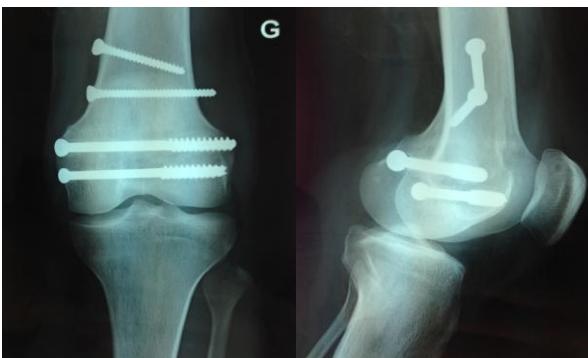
(a,b) : Radiographie d'un patient âgé de 45 ans présentant une fracture du condyle interne de genou gauche type IV selon la classification de Nordin
